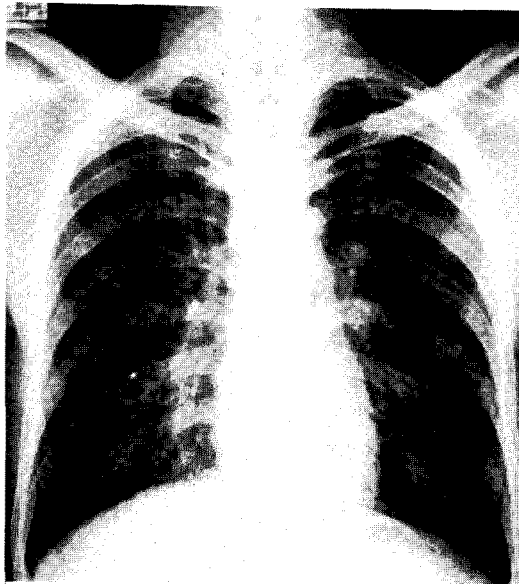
Chest radiograph of DPB showing hyperinflation with diffuse small nodules.
